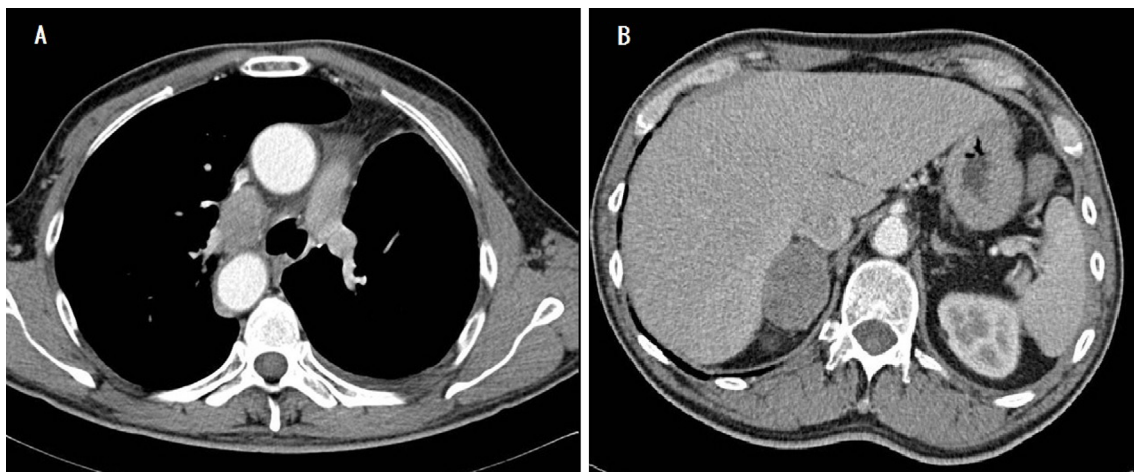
A. Chest CT showed the growth of the right subaortic lymph node. B. Abdominal CT revealed swelling of the right adrenal gland.
